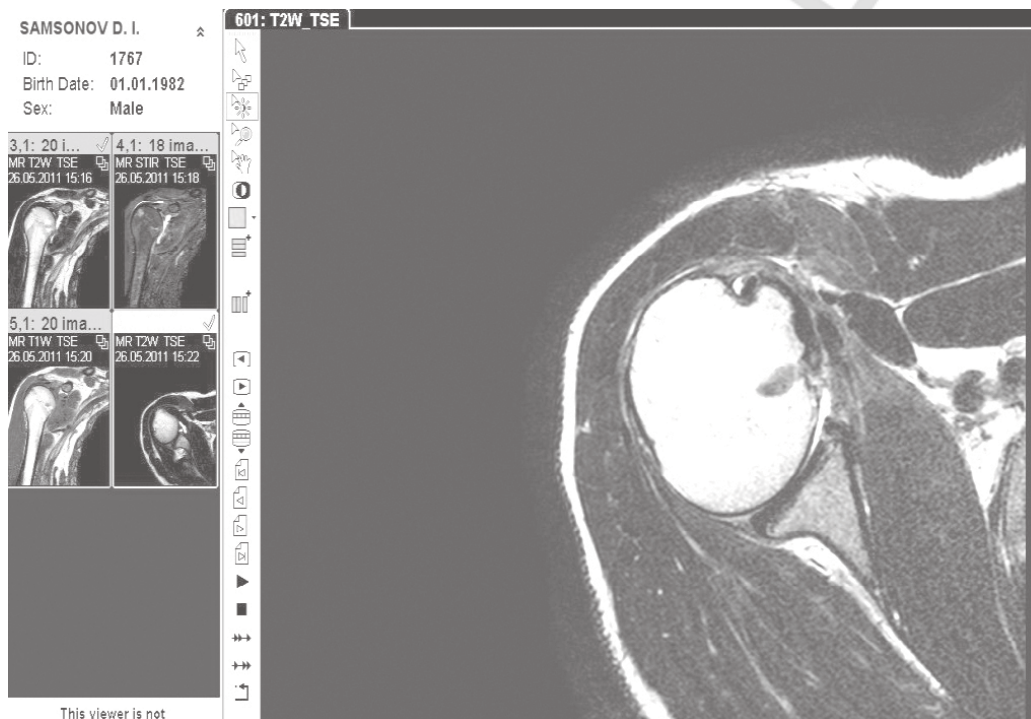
Контрольное МРТ через 3 месяца
